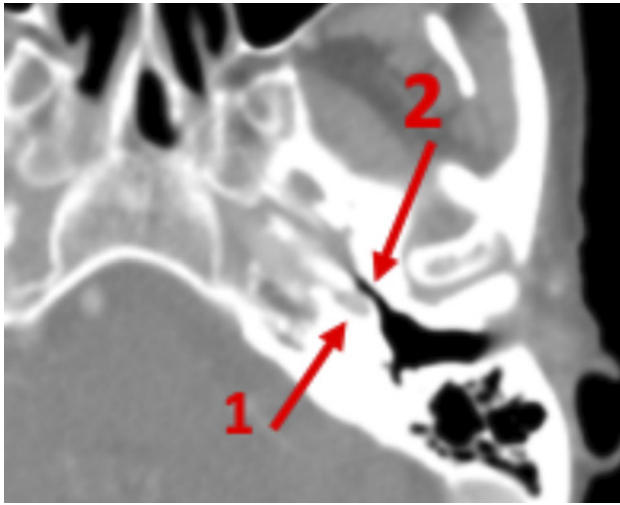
Secuencia de una TAC donde se muestra la anatomía carotidea (1) en relación a la porción ósea de la trompa de Eustaquio (2).
